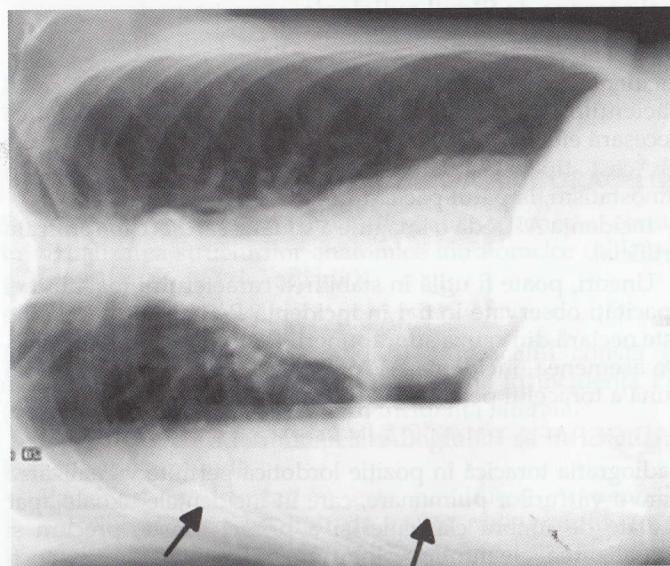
Radiografie toracică în decubit lateral
